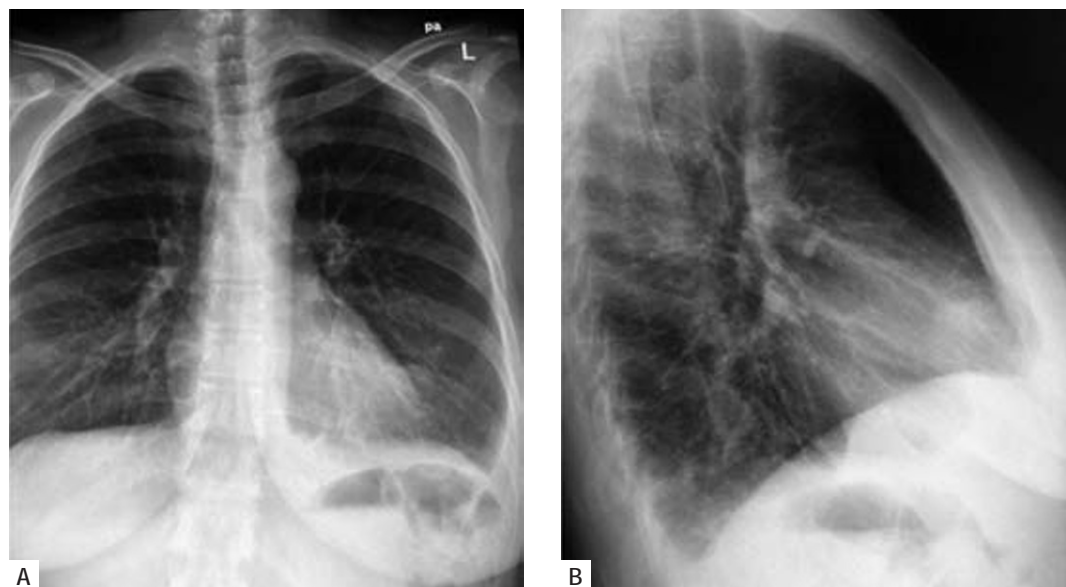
Telerradiografia do tórax posteroanterior (A) e perfil (B), que revelou derrame pleural, visível a nível do ângulo costofrénico esquerdo
